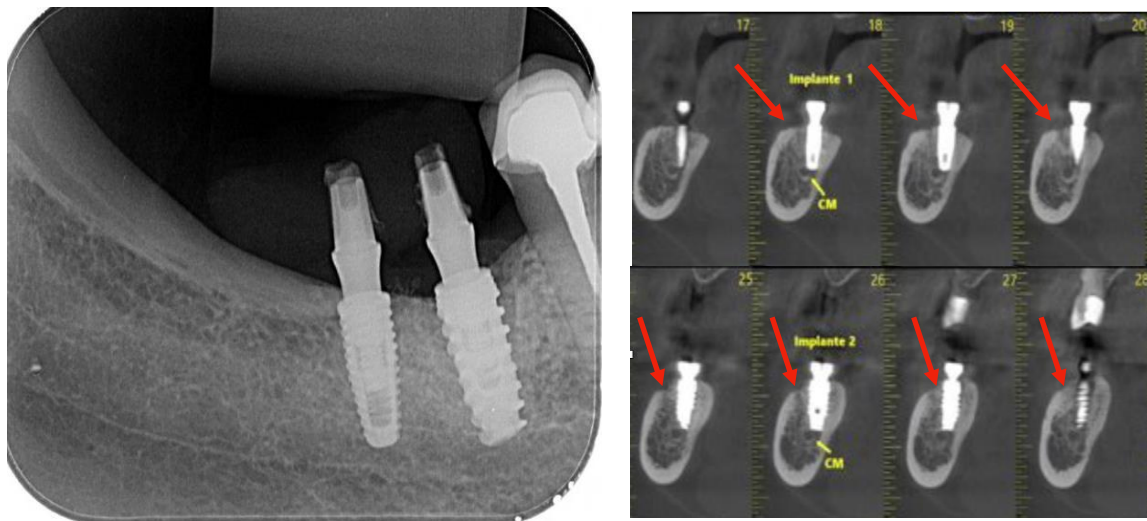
A radiografia periapical evidenciando a estabilidade vertical do tecido ósseo, B- Tomada tomográfica dos implantes inseridos na região das raízes da unidade 46, demonstrando a estabilidade e regeneração ósseo na parede vestibular de ambos os implantes, setas.
